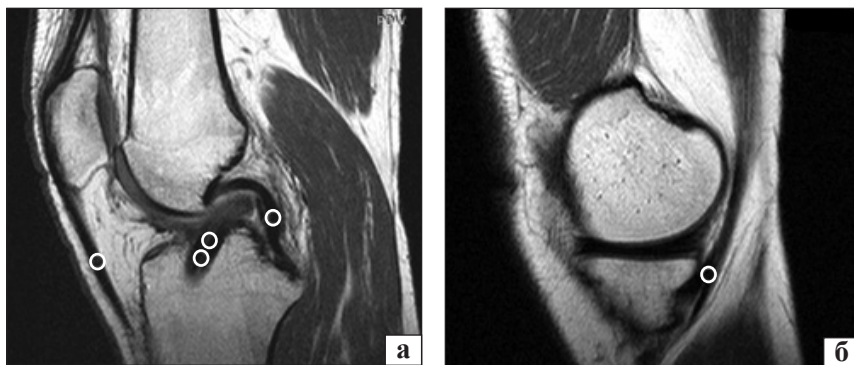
МРТ-зображення з вимірюванням інтенсивності сигналу у двох точках трансплантата ПСЗ, середній третині задньої схрещеної зв'язки та зв'язки наколінка на PDW-послідовності (а) і в зоні сухожилка півперетинчастого м'яза (б)
